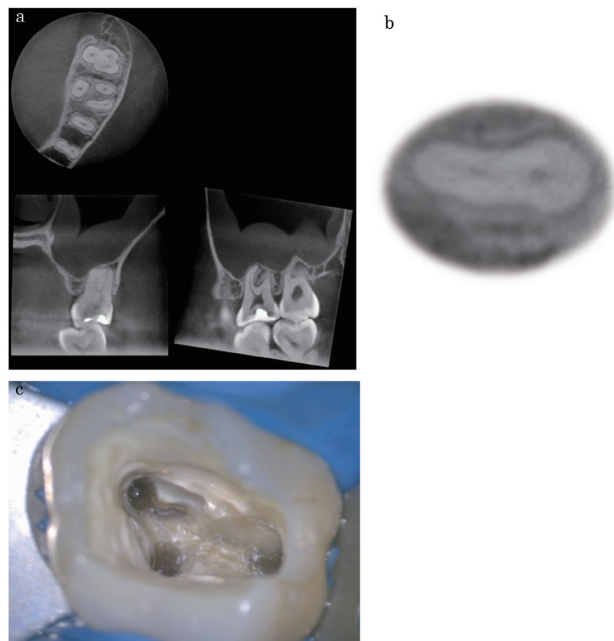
上顎第一大臼歯の近心頬側根に見られる典型的な根管形態。(a) 上顎左側第一大臼歯近心頬側根の歯根形態と根管形態を示すCBCT画像。(b) 近心頬側根の水平面断像の拡大。根管と根管の間にイスマスが認められる。(c) マイクロスコプ下での抜髄時に観察された近心頬側根における2根管とイスマス。
